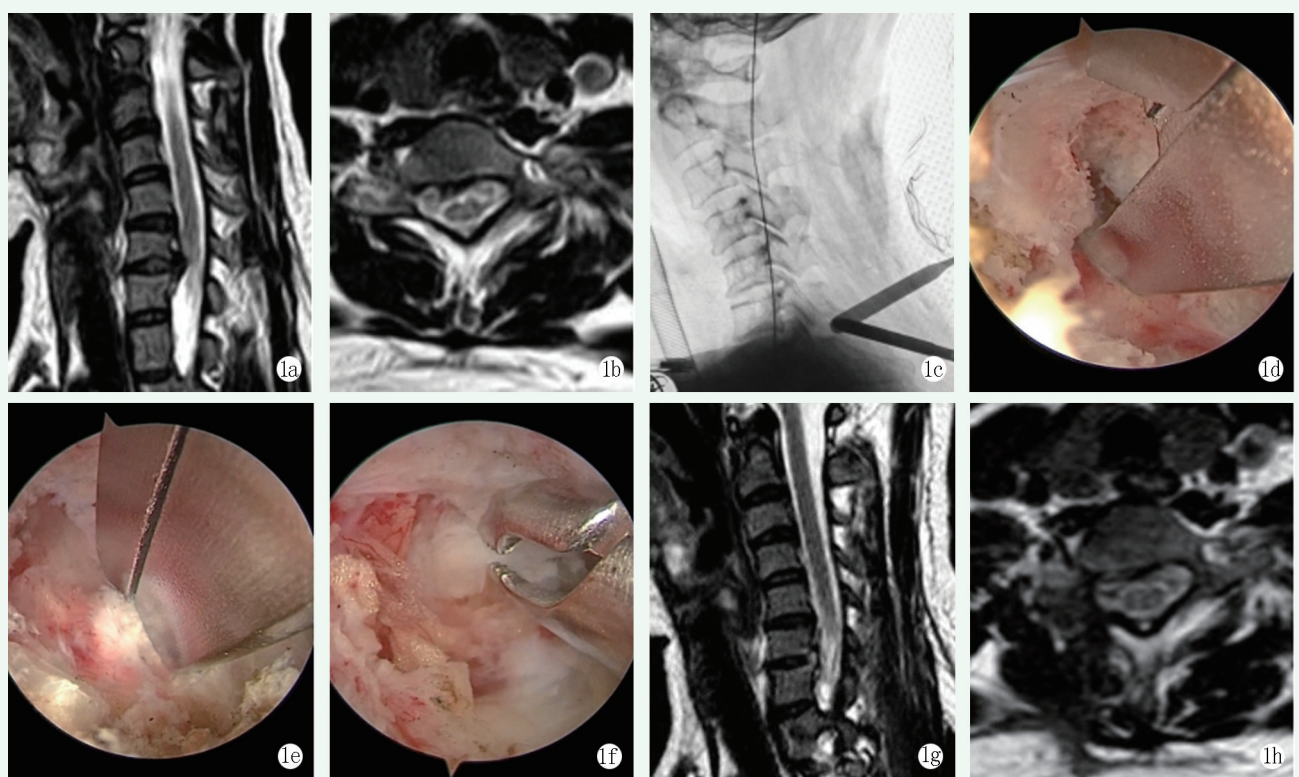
患者女性,34 岁。1a: 术前矢状位 MRI 提示 C_{6/7} 椎间盘向后突出; 1b: 术前横断面 MRI 提示 C_{6/7} 右侧椎间盘突出,压迫神经根; 1c: C 形臂透视下建立双通道; 1d: 咬除 C₆ 椎板下缘骨质; 1e: 咬除黄韧带; 1f: 髓核钳摘除游离的髓核组织; 1g: 术后矢状位 MRI 示突出椎间盘被摘除,解除压迫; 1h: 术后横断面 MRI 提示 C_{6/7} 右侧椎间盘摘除。
